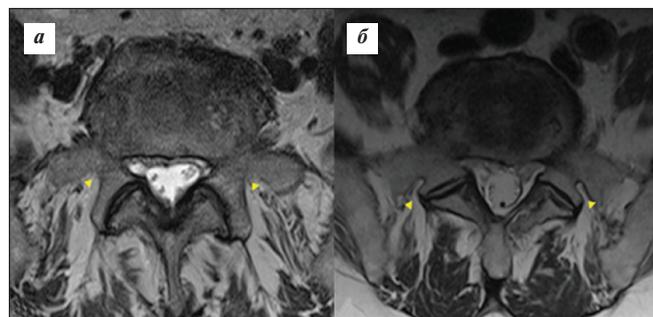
МРТ-изображения. Зона прохождения медиальных ветвей возвратного нерва (▼) при различной форме фасеточных суставов при сагитальной (а) и фронтальной (б) ориентации фасеток
